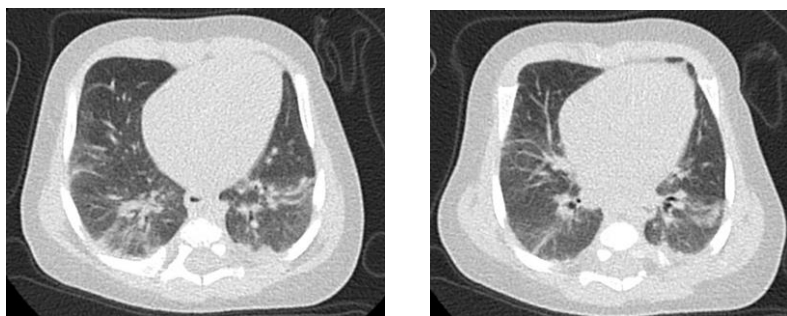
CT cutiei toracice la copil, 18 martie 2021
